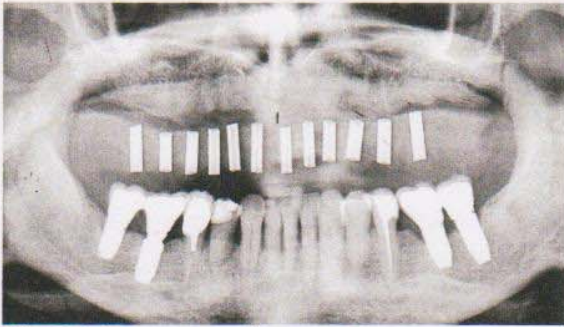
Orthopantomographie avec GRC.
